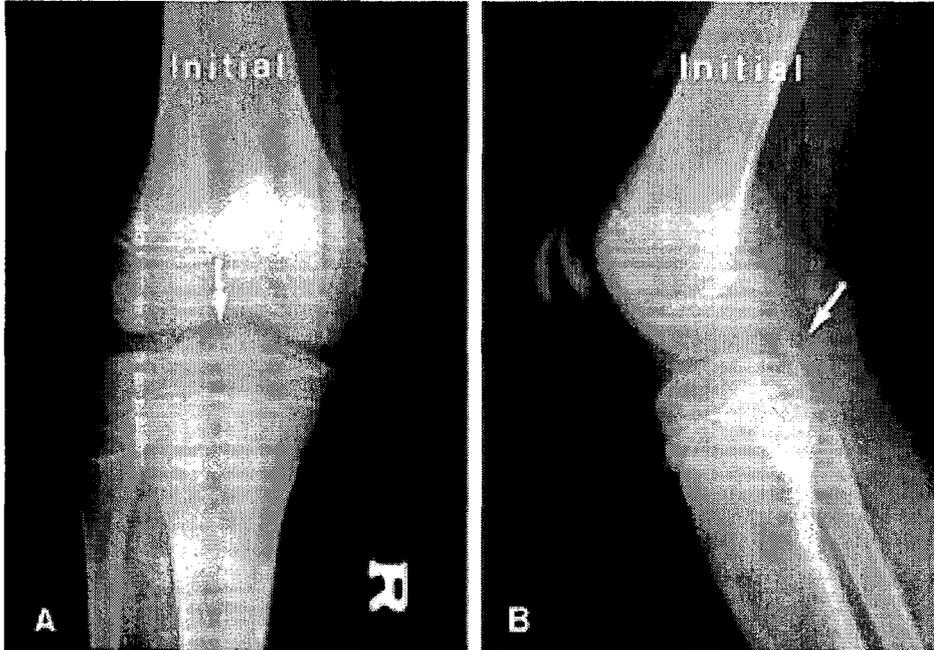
AP (A) and lateral (B) roentgenogram of isolated avulsion fracture of the tibial attachment of the posterior cruciate ligament (arrow).
